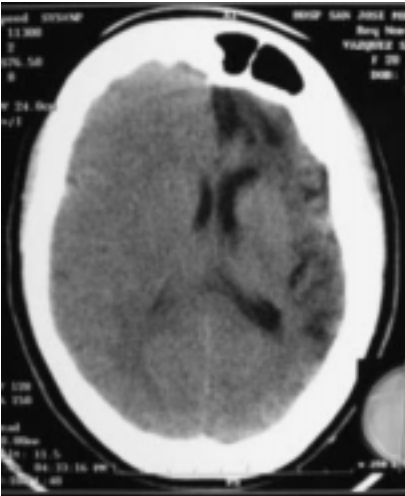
Tomografía Computarizada en corte axial muestra la gran pérdida de sustancia en el hemisferio cerebral izquierdo con dilatación del ventrículo lateral ipsilateral y el marcado desplazamiento de la línea media hacia el lado afectado por el crecimiento normal del lado sano.
